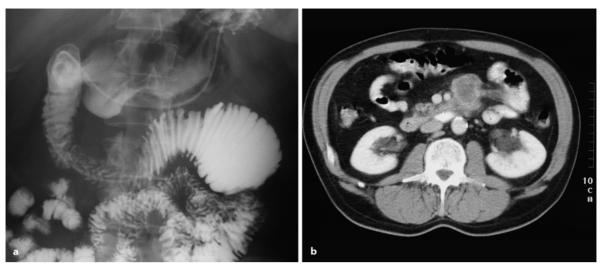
a, b. Adenokarzinom. a Hochgradige kurzstreckige und zirkuläre Stenose im proximalen Jejunum, entsprechend einem Adenokarzinom des Dünndarms. b Die initiale CT zeigt das extraintestinale Tumorwachstum pT4N1
